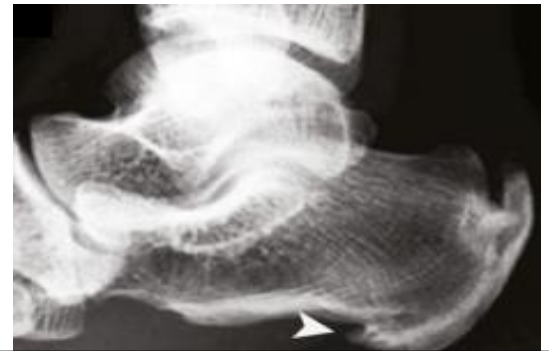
Radiografía lateral del pie con espolón irregular.
